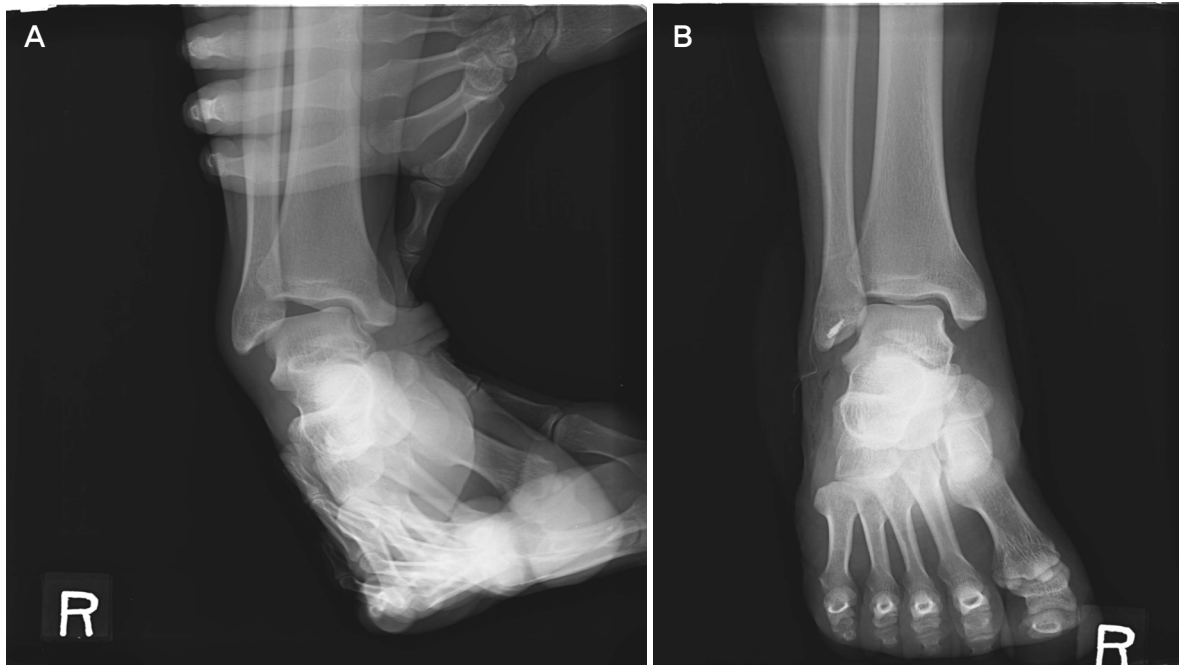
(A) Preoperative ankle varus stress test shows 19° talar tilting angle. (B) Postoperative X-ray demonstrating fixation with anchor screw for ligament repair.
